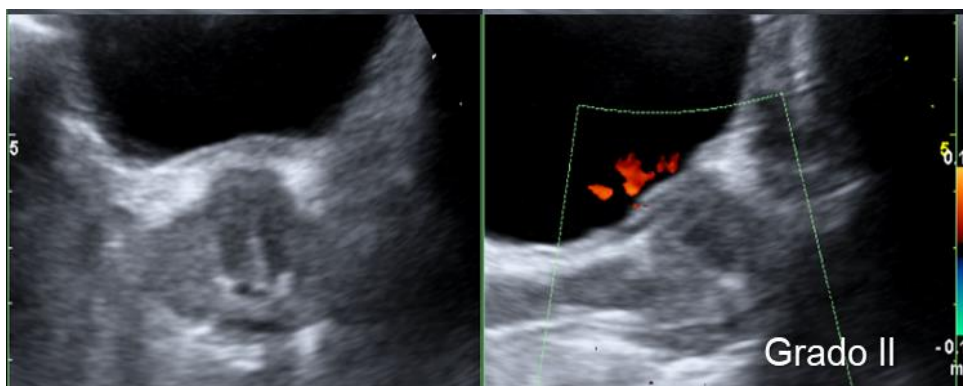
Imagen de ultrasonido prostático en escala de grises y con Doppler color, en imagen
